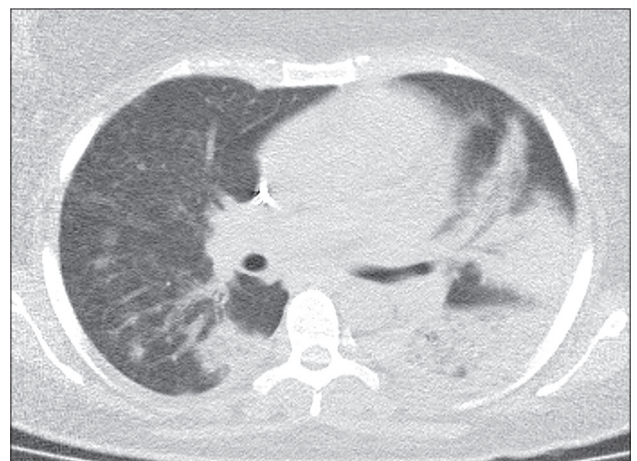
Наблюдение 2. МСКТ органов грудной клетки: признаки вирусно-бактериальной инфекции среднетяжелой степени тяжести (3 стадия) с высокой вероятностью COVID-19.
